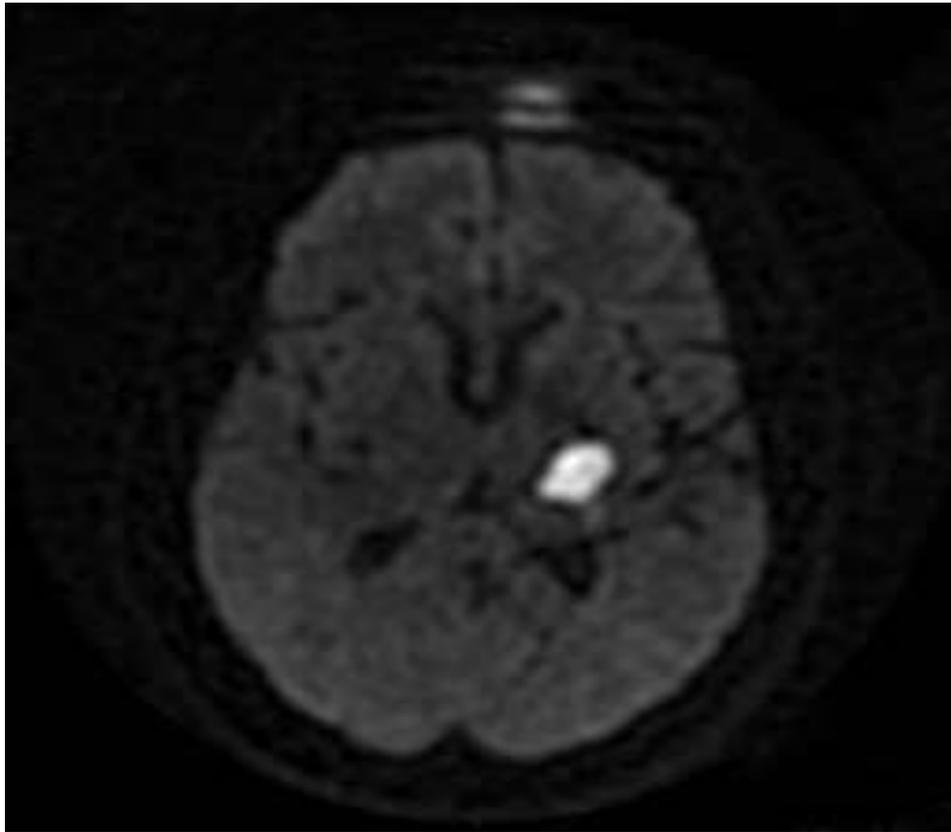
МРТ головного мозга пациента П.
